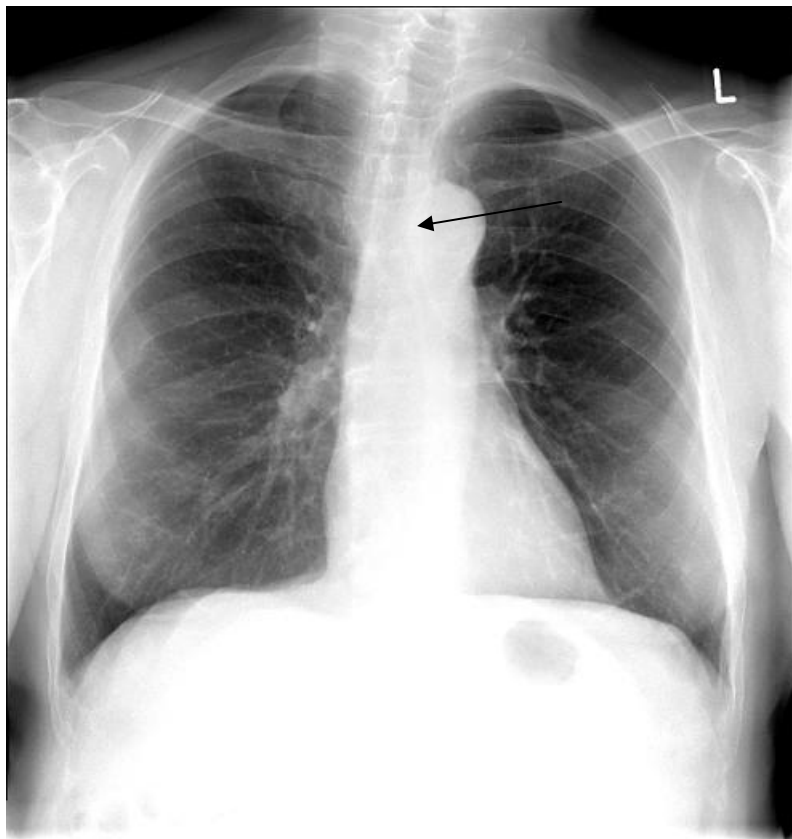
Konventionelle Röntgenaufnahme des Thorax im Stehen; Patient Nr. 5
